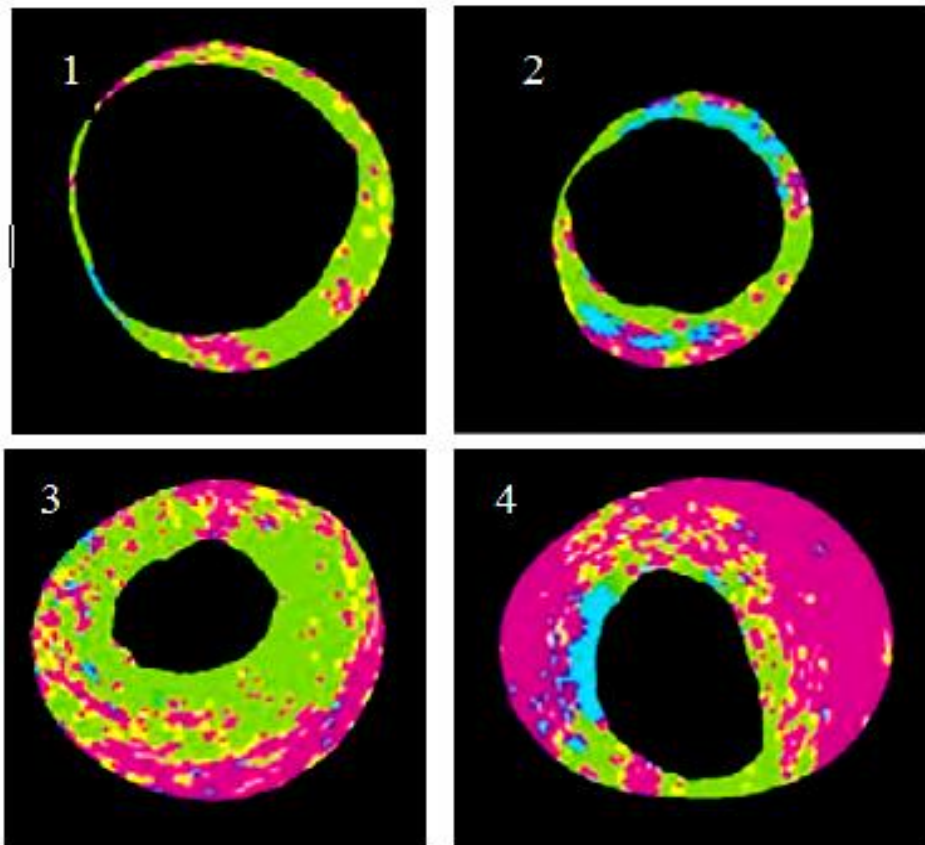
Классификация АСБ на основании данных ВСУЗИ-ВГ: патологическое утолщение интимы - 1, фиброзная АСБ - 2, фиброзно-кальцинированная АСБ - 3, фиброатерома - 4, ФАТК - 5
